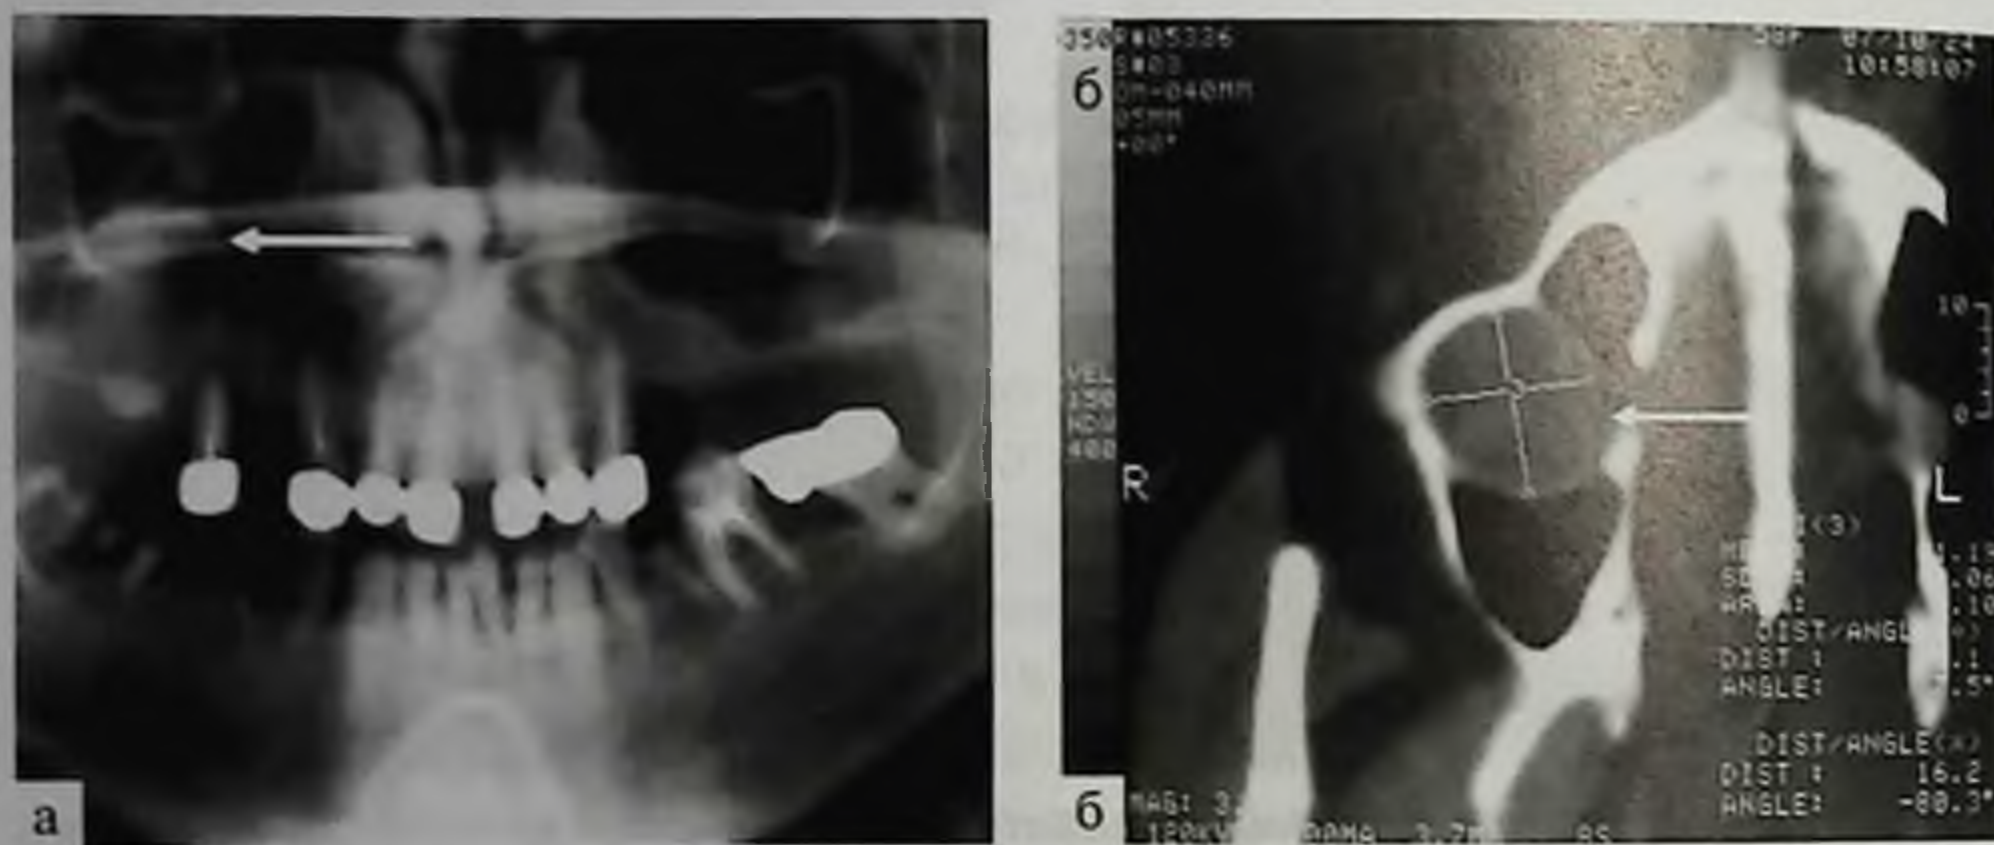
Ортопантомограмма (а) и компьютерная томограмма (б). Определяется радикулярная киста, оттеснившая дно верхнечелюстного синуса
